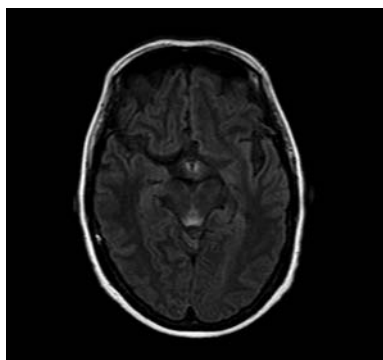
Encefalopatía de Wernicke. RM plano axial FLAIR. Se observa señal hiperintensa en la placa tectal y los cuerpos mamilares de forma bilateral y simétrica. También se nota compromiso de la sustancia gris periacueductal.
